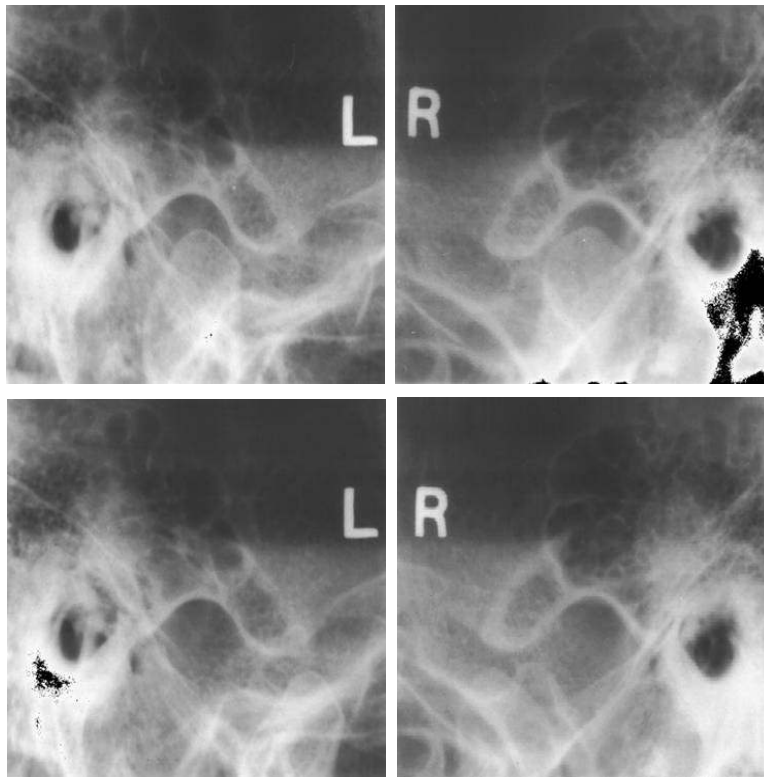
방사선사진 분석(2); 후상방벽에 있었던 양측 과두가 관절와의 전방벽 쪽으로 옮겨진 것이 관찰된다. 관절사이의 공간도 비교적 넓어져 있음을 알 수 있다.
